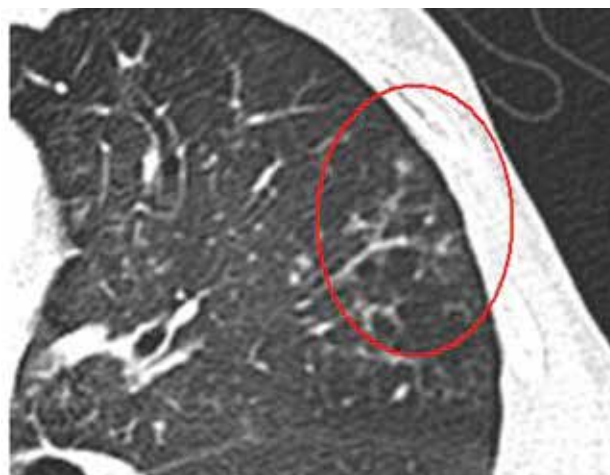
КТ ОГК. В верхней доле слева симптом «дерево в почках», вследствие закупорки БЭ слизью. Этот симптом возникает в результате ряда патологий, хотя часто они сосуществуют в одном и том же виде
